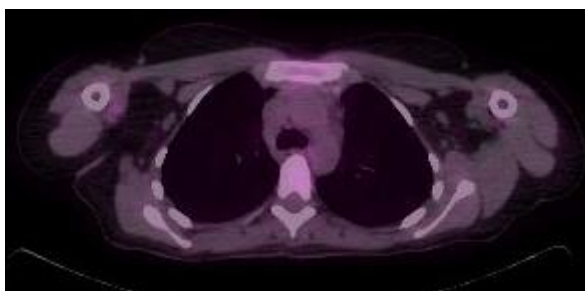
Caso clínico con seguimiento mediante PET-TC. Paciente intervenida por sarcoma sinovial en región glútea. En el control PET-TC:
